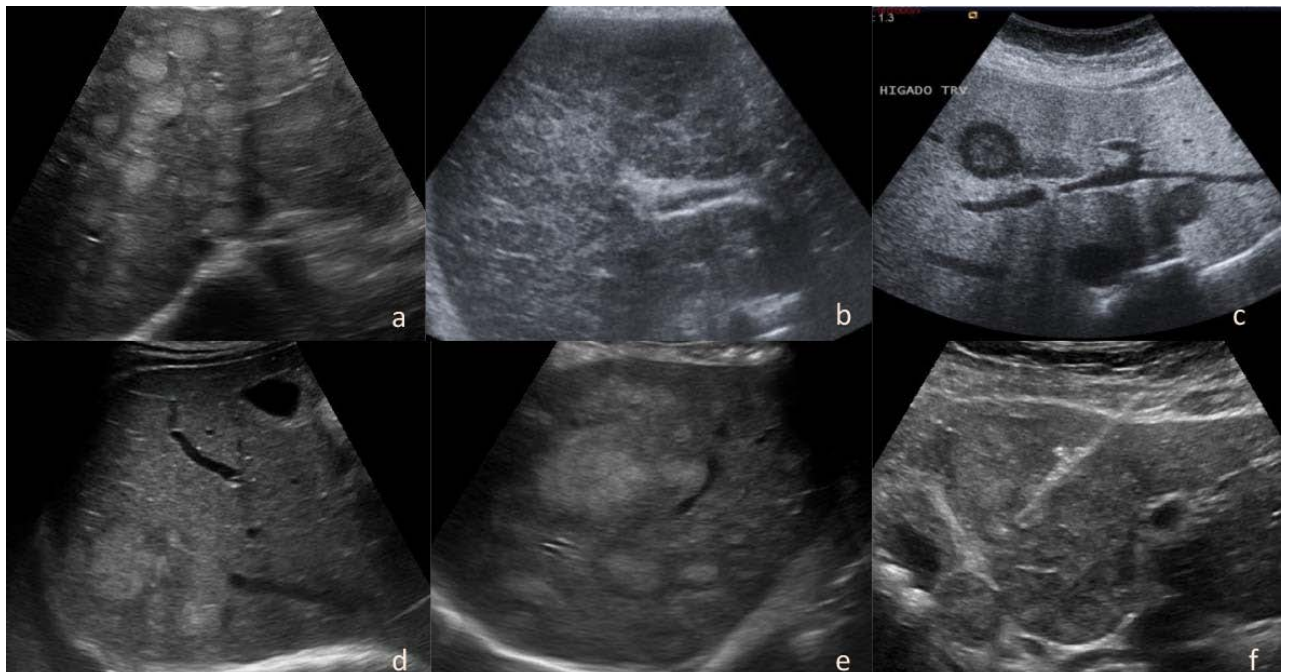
Metástasis hepáticas: a) melanoma, b) adenocarcinoma, c) cáncer de mama, d) cáncer renal, e) cancer cervico uterino , f) biopsia hepática guiada por ultrasonido.
